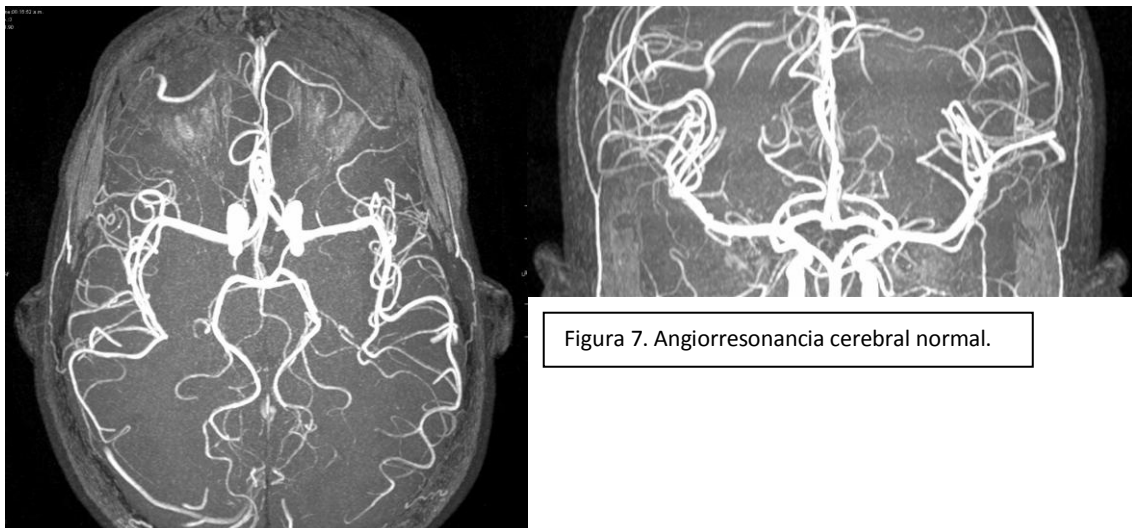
Angiorresonancia cerebral normal.
